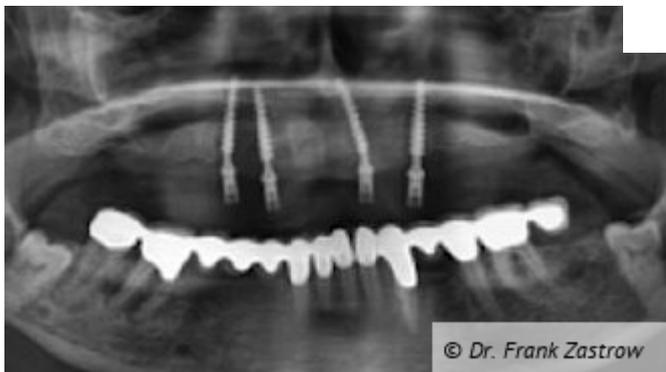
Das postoperative Röntgenbild nach Entfernung der Zähne und Insertion der 4 Interimsimplantate.
